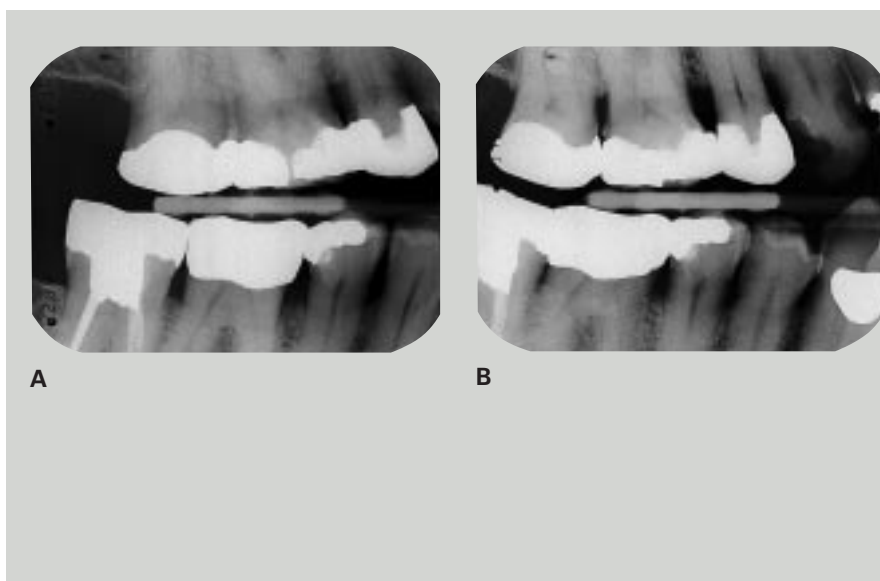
Eksempel på supplerende specialoptagelse med bitewing-teknik ved symptomer fra 6+. A: Standardoptagelse viser frie approximalflader i underkæben, men kraftig overlappning mellem 7+ og 6+. B: Supplerende mesioeccentriske optagelse viser distalfladen af 6+ uden overlappning.
